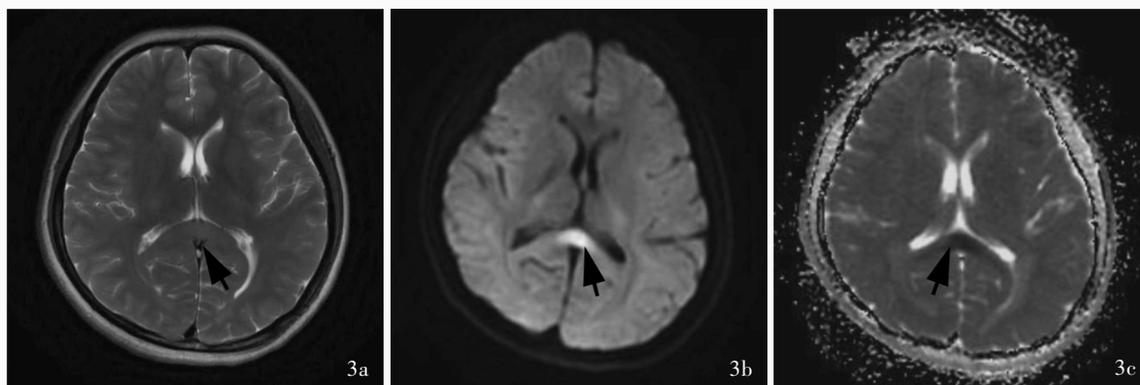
例3头部MRI检查所见 3a 横断面T₂WI显示胼胝体压部稍高信号影(箭头所示) 3b 横断面DWI显示,胼胝体压部高信号影(箭头所示) 3c 横断面ADC显示,胼胝体压部低信号影(箭头所示)
